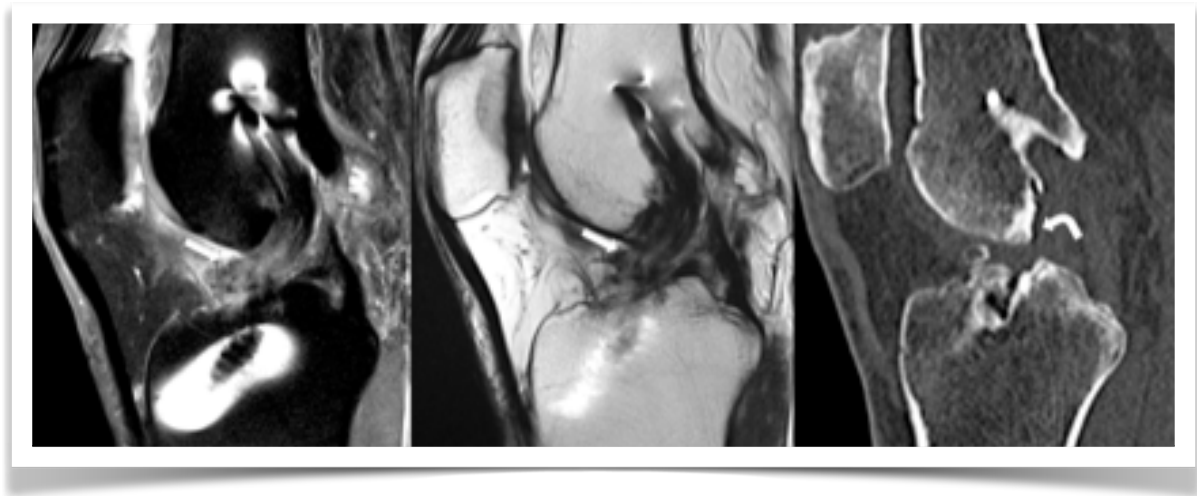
Pinzamiento de injerto de LCA. En a) y b) se observa engrosamiento y alteración de señal de las fibras del injerto, lo que coincide con la prominencia ósea del techo intercondíleo (flecha curva) visible en TC (c), que genera pinzamiento de las fibras del injerto.
